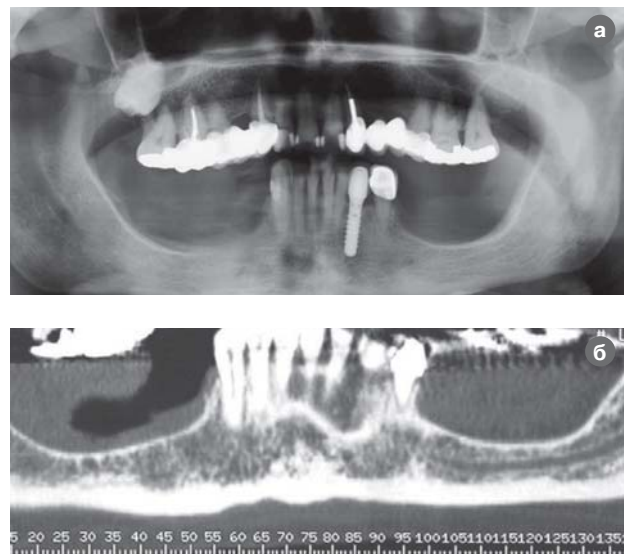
(а, б). Рентгенограмма перед началом лечения.
